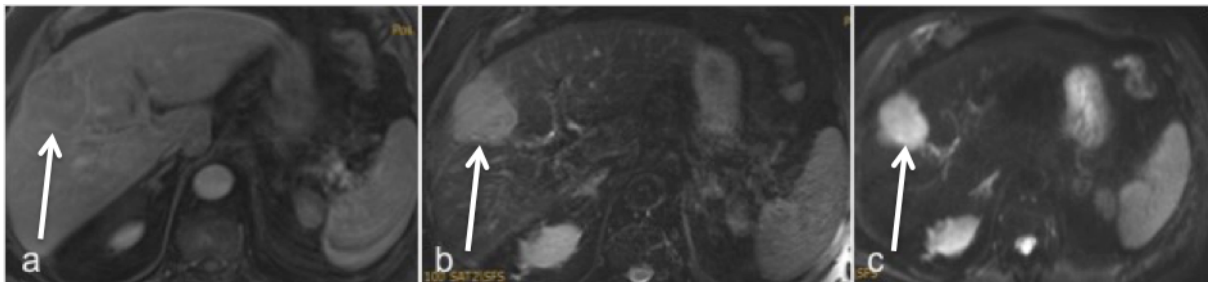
HCC im MRT (Pfeil): a: T1-Wichtung nach Kontrastmittel mit Fettsättigung, b: T2-Wichtung, c: Diffusionswichtung (Institut für Diagnostische und Interventionelle Radiologie Universität Würzburg)
